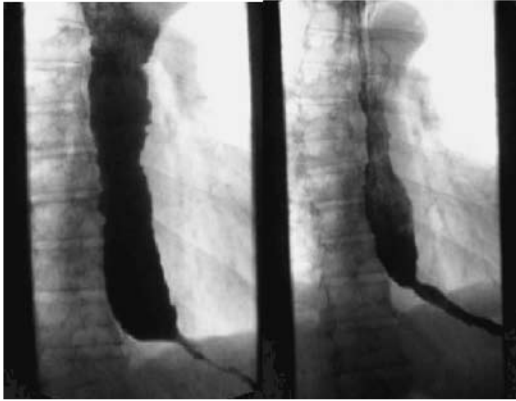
バルーン拡張術の治療前後の食道X線検査（症例8）
